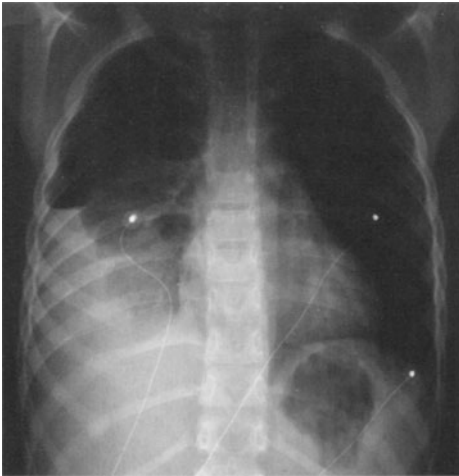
Röntgenbild eines Pneumothorax. Die Pfeile geben die Grenze der Luftansammlung an
